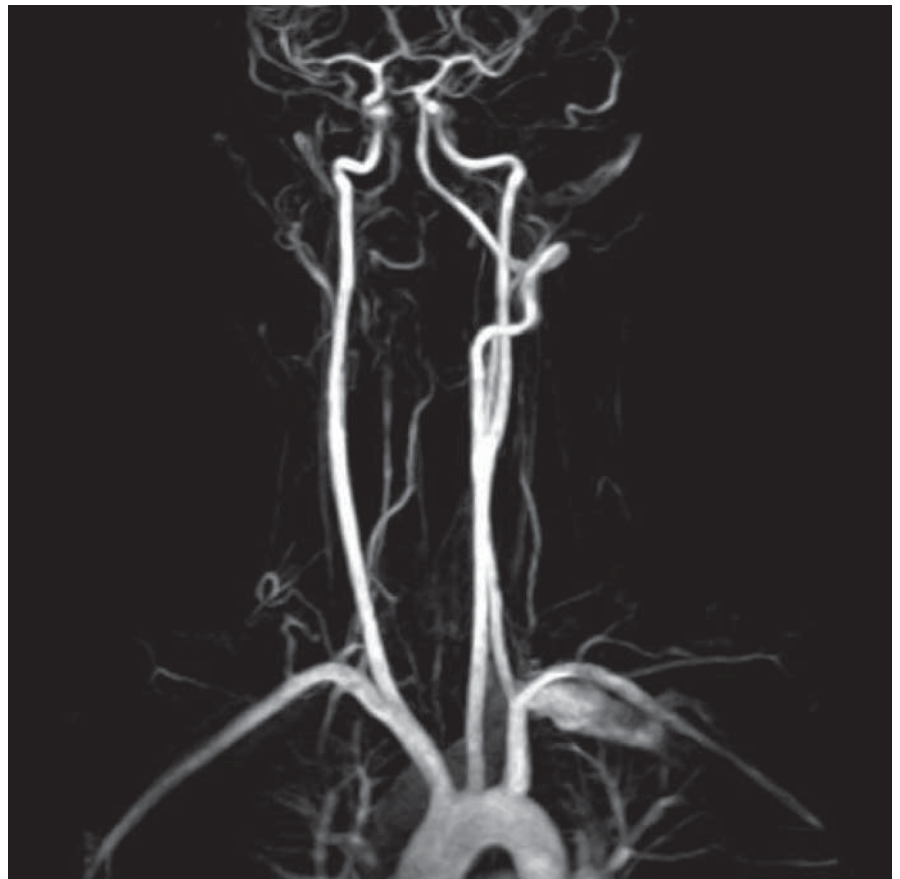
Angio-ressonância dos vasos do pescoço após contraste: visualização da artéria vertebral direita mais fina do que a esquerda, apresentando afilamento com sinal irregular na região cervical, sugerindo dissecação em artéria provavelmente hipoplásica.
